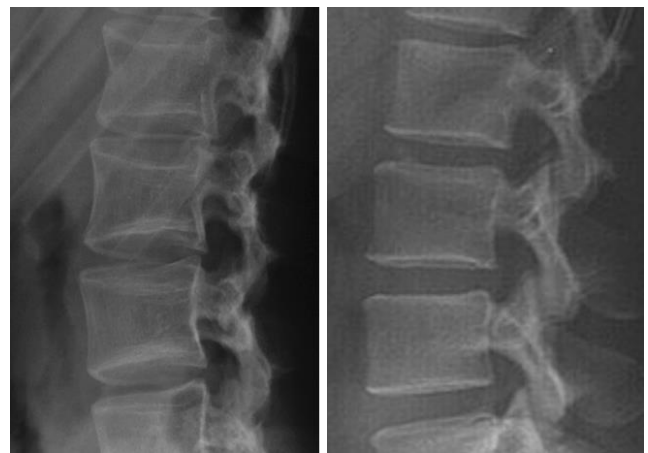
Röntgenbilder einer Person mit Osteoporose (links) im Vergleich zu einer Normalperson (rechts)
